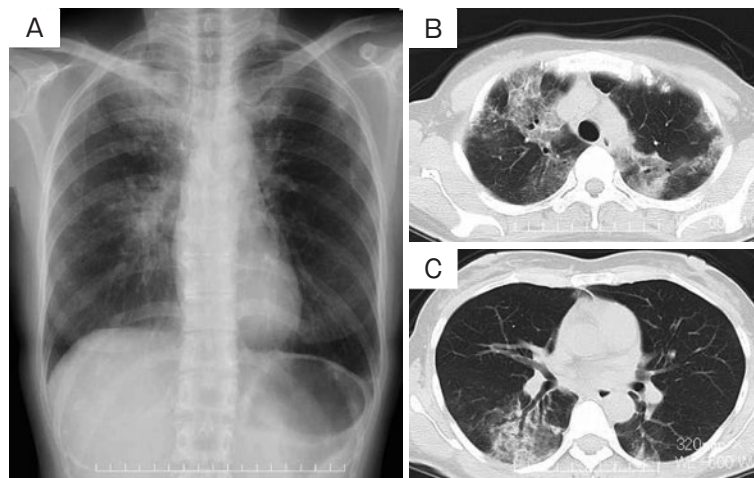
(A) An X-ray film of the chest showed infiltration in the right upper and middle lung field. (B, C) A computed tomography imaging showed diffuse ground-glass attenuation with patchy distribution.
